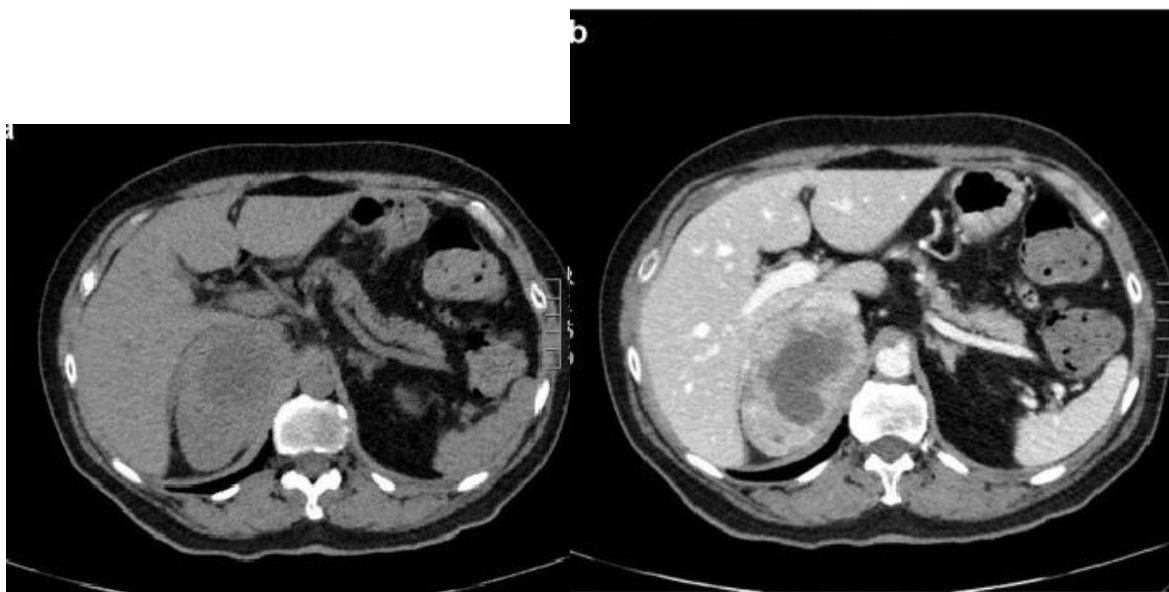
Phéochromocytome droit (a : TDM sans injection ; b : TDM avec injection). [40]
